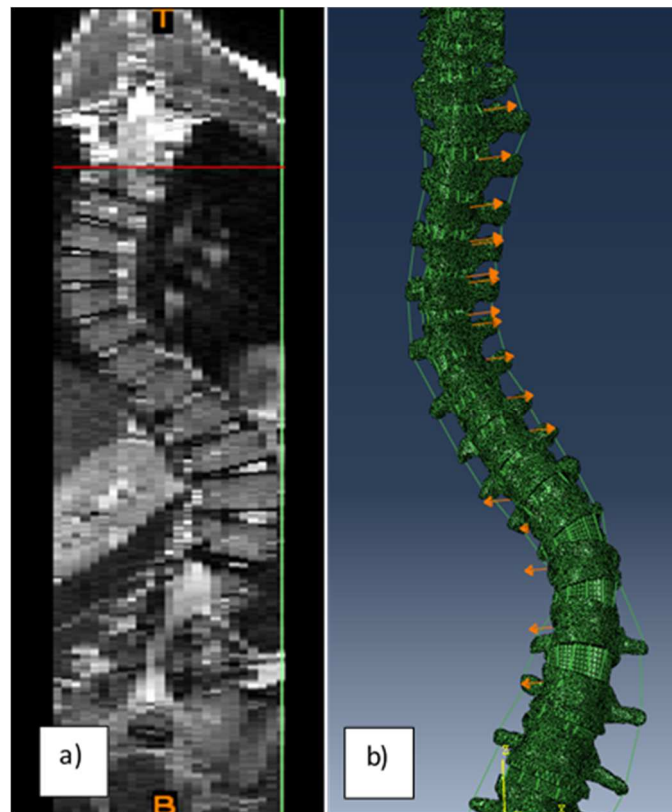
a) Radiografia PA da paciente do presente estudo com EIA; b) Modelo 3D de elementos finitos com a simulação dos diferentes parafusos pediculares nas vértebras T1-L2.
